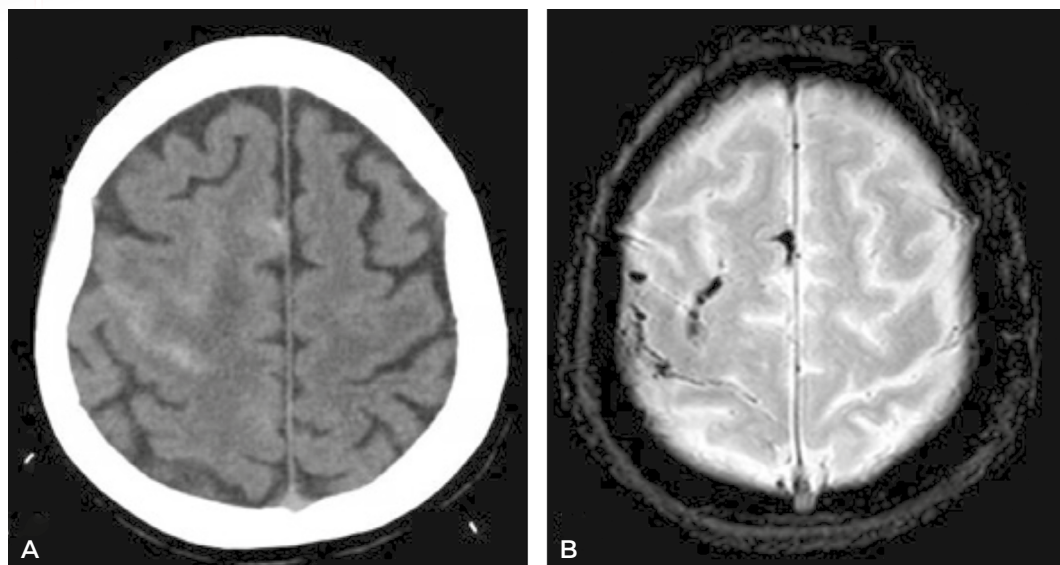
Tanto en la TC de cráneo sin contraste (A) como en la RM de cráneo, secuencia de susceptibilidad magnética (B) se objetiva HSA en surco precentral y surco frontal superior derecho.
